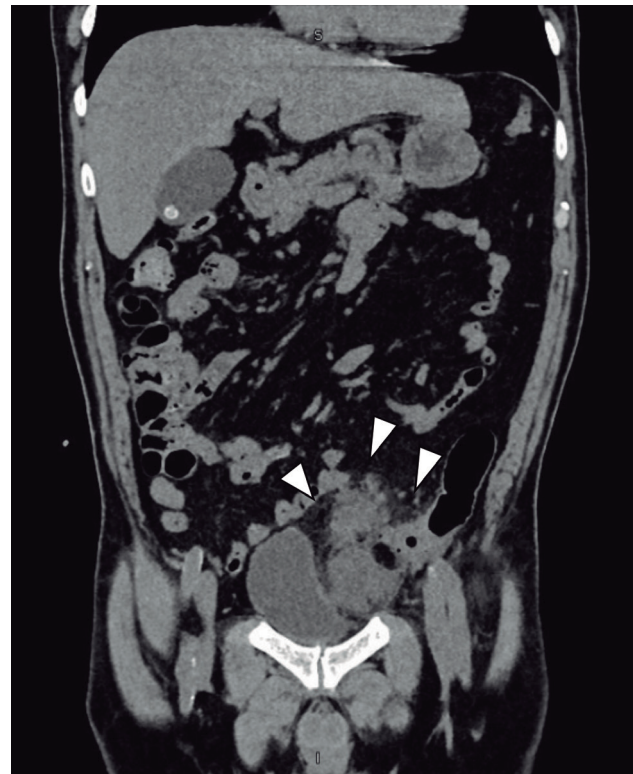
TAC simple de abdomen. Corte coronal. Se observa imagen sugestiva de absceso pericólico en colon sigmoides con desplazamiento contralateral de vejiga (cabezas de flecha).
